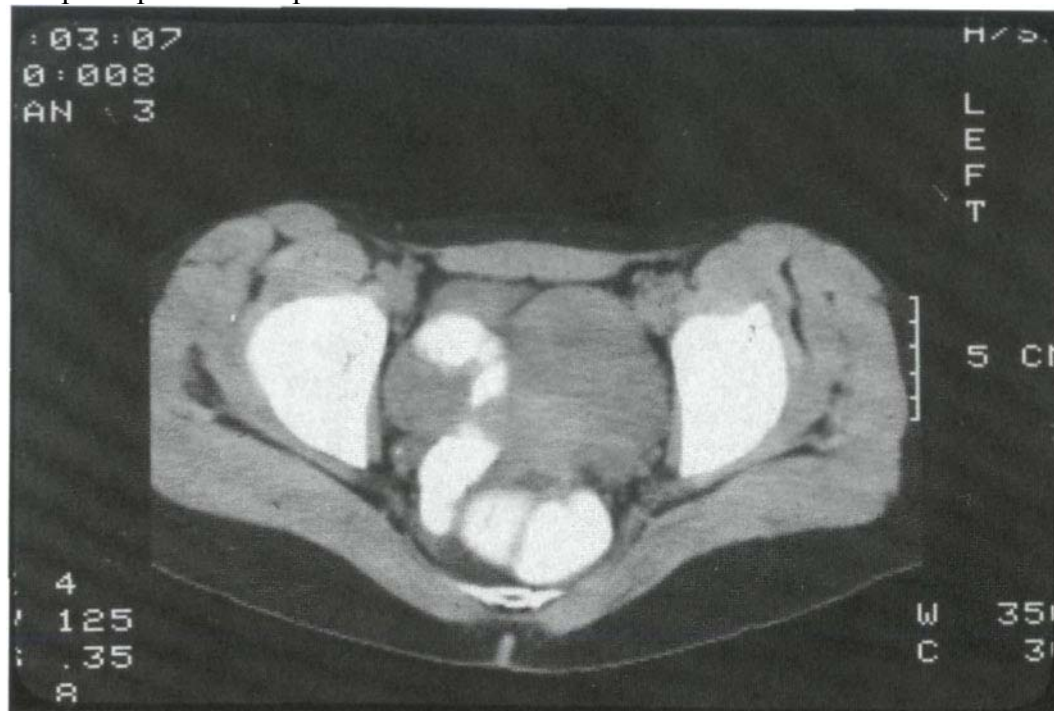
Глубокое поражение дистальных отделов толстой кишки. Компьютерная томография.
